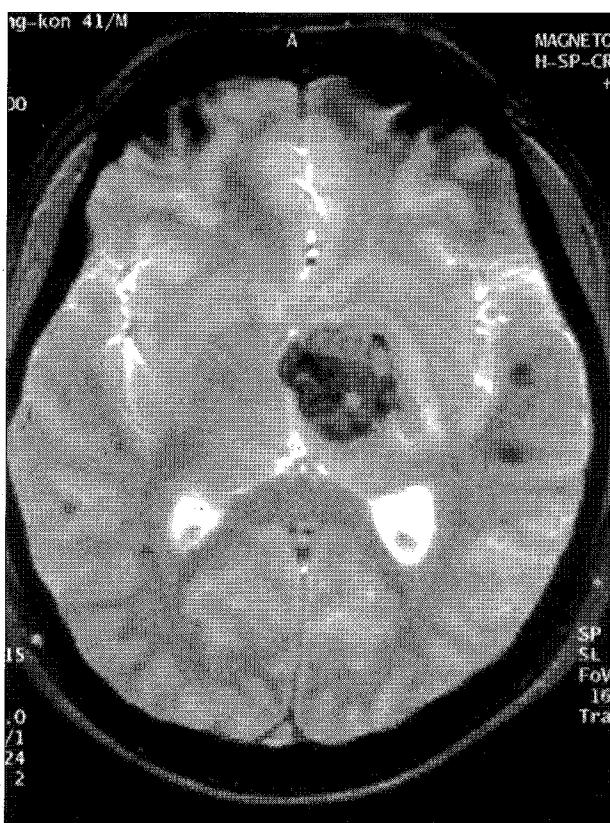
MRI T2 image after hemorrhage.
